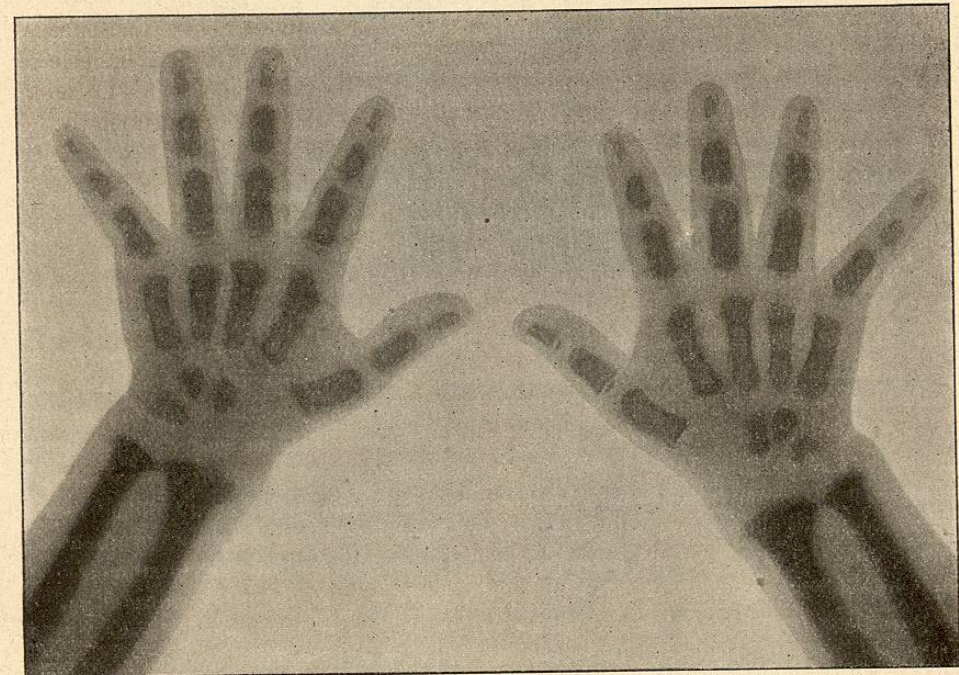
Radiographie des mains de l'enfant représenté figures 2 et 5.
